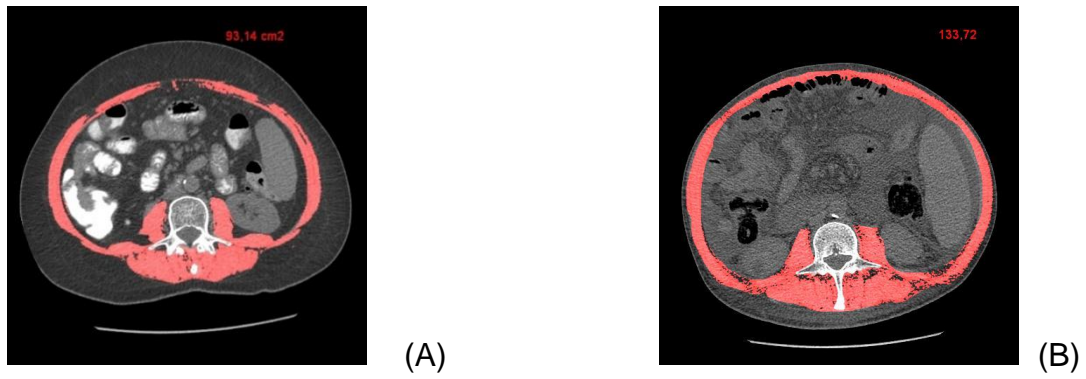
Área transversal de L3 na tomografia computadorizada de abdome em paciente com sarcopenia ($32,17 \text{ cm}^2/\text{m}^2$) (A) e sem sarcopenia ($52,3 \text{ cm}^2/\text{m}^2$) (B)
